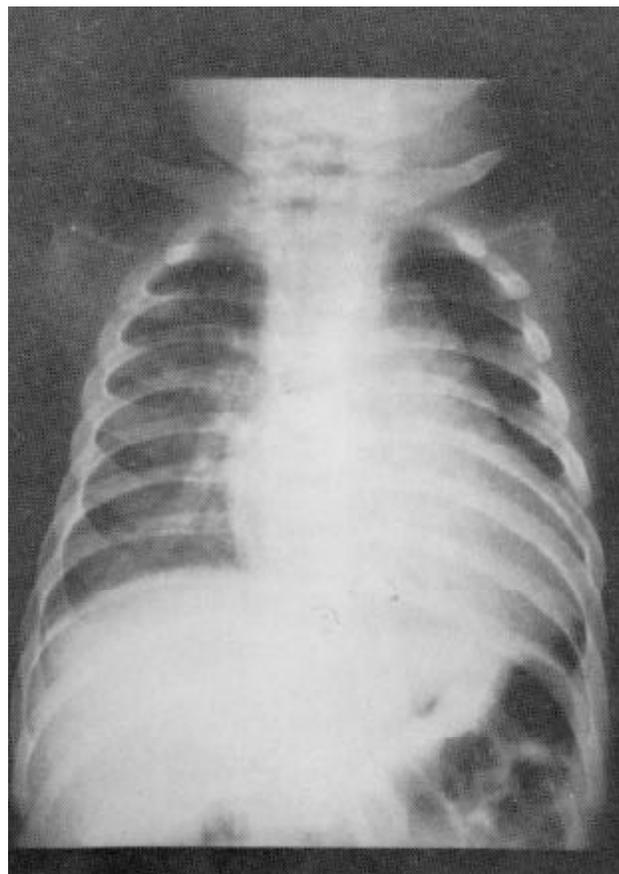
Radiografia do tórax: cardiomegalia e congestão pulmonar.
